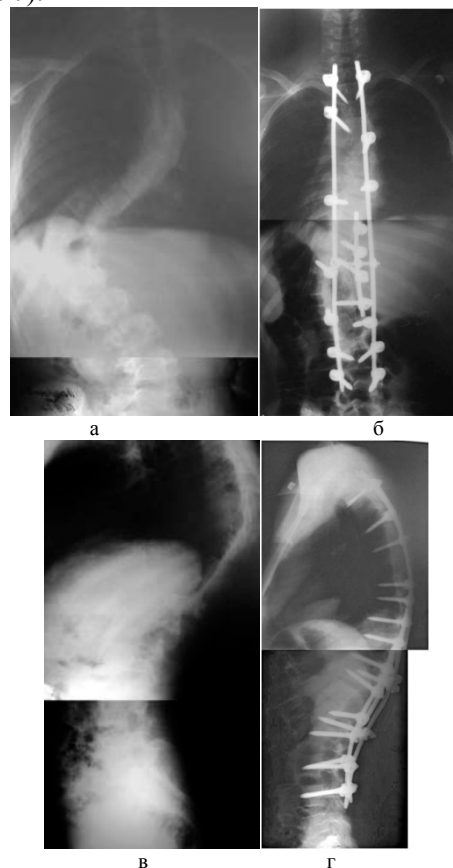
Рентгенограммы позвоночника до (а,в) и после (б,г) оперативного лечения
